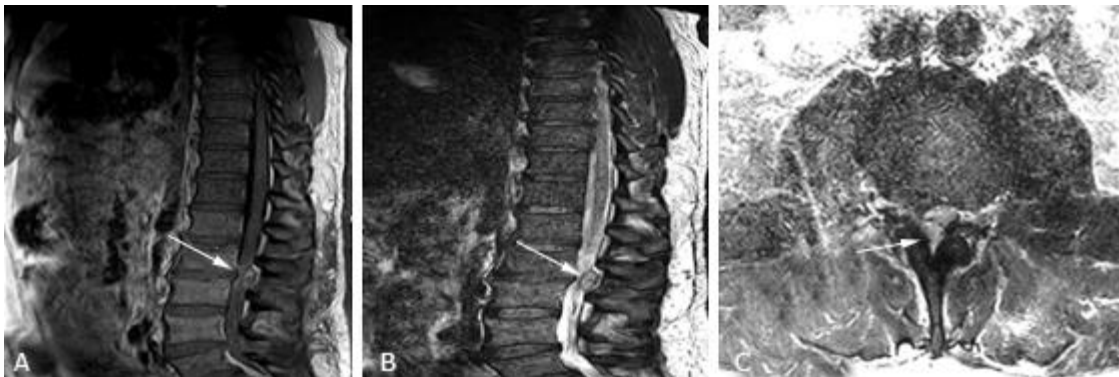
Resonancia magnética de columna lumbosacra contrastada. A) Corte sagital en T1, la flecha indica la lesión intrarraquídea extradural posterior isointensa. B) Corte sagital en T2, la flecha muestra la lesión intrarraquídea extradural posterior hiperintensa con captación periférica de contraste. C) Corte axial en T2, la flecha señala la lesión intrarraquídea extradural posterior y derecha del canal.
